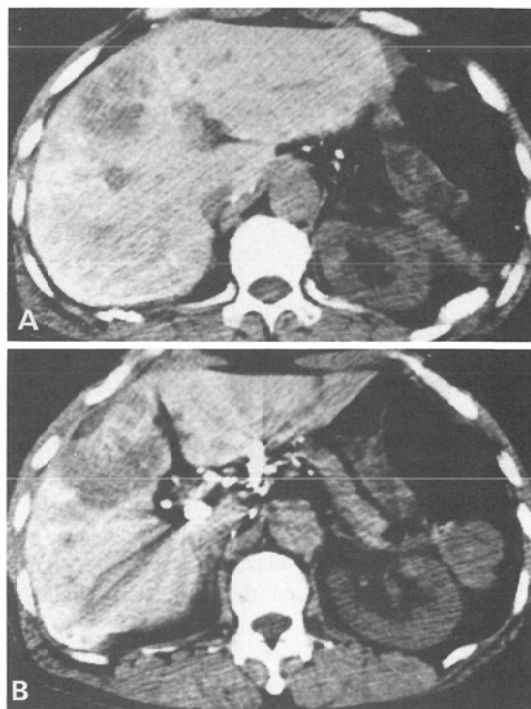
CT of 69-year-old man developed cholangiocarcinoma, 44 years after thorstast administration.
